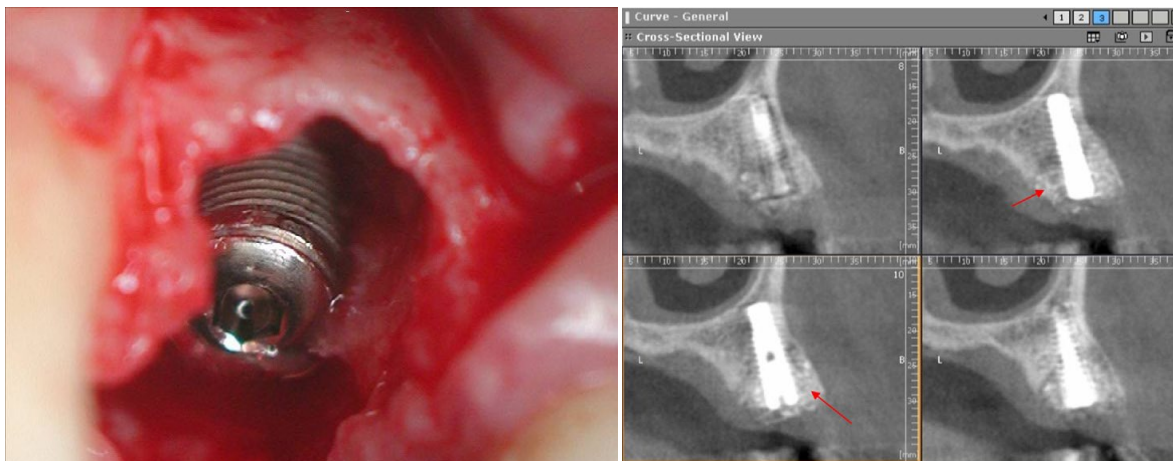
Premier cas de régénération osseuse guidée à partir de matériau dentaire (AutoBT). A gauche : extraction-implantation immédiate avec défaut osseux visible en regard du col de l'implant ; A droite : radiographie de type cone beam, à 5 semaines post-opératoires, les flèches désignant le gain osseux établi. Cas clinique réalisé et tiré de l'article de Kim et al. (31)
